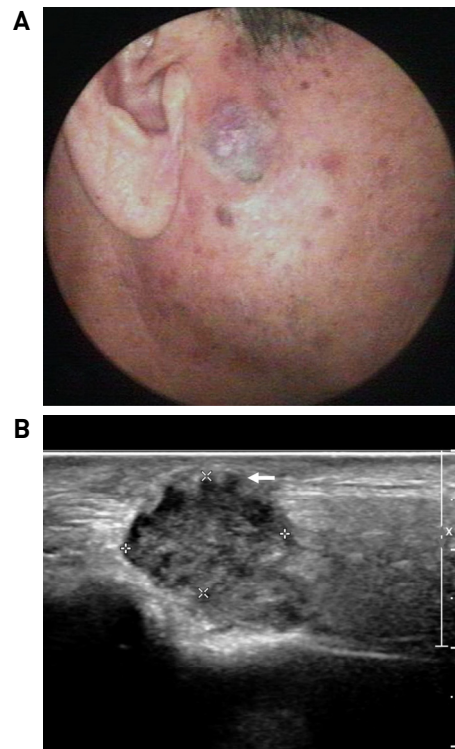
Facial photography (A) and ultrasonography (B) of the patient after fine needle aspiration. (A) Overlying skin swelling and redness was observed after fine needle aspiration of right parotid gland. (B) Ultrasonography confirmed the mass occupying from the deep lobe to the superficial lobe of the parotid gland. The mass invades the superficial musculoaponeurotic system and is adjacent to skin (white arrow).
